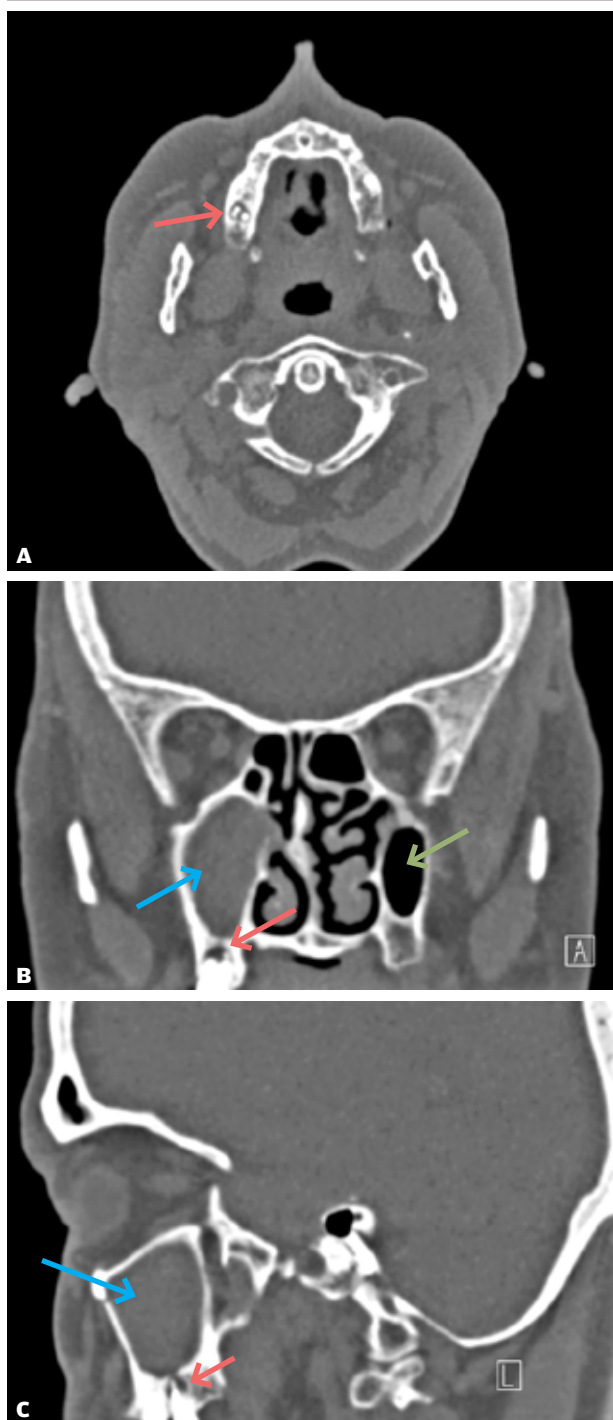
Sinuitis maksillaris efter endodontisk behandling. Aksialt (A), koronalt (B) og sagittalt (C) snit fra CT-scanning viser sløring af venstre sinus maksillaris (blå pil) og rod fyldningsoverskud (rød pil). Svarende til sinus maksillaris i venstre side ses normale forhold uden sløring (grøn pil).
